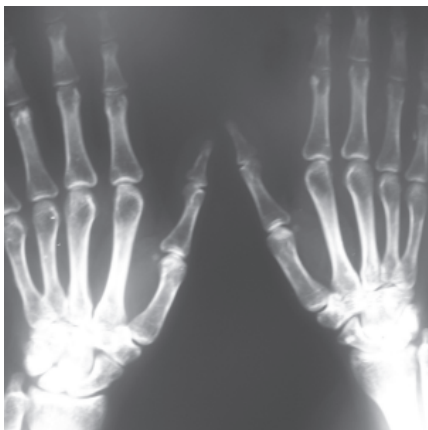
Рентгенограма кистей хв. М., 35 років (група з моносомією Х): множинні еностози ви губчастої тканини і більшого впливу гормональних порушень на губчасту речовину кістки.
